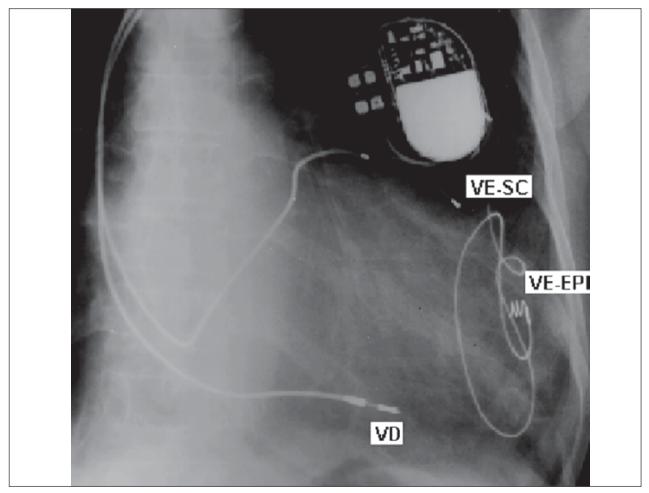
Radiografia em OAD de nosso primeiro paciente submetido à estimulação biventricular para tratamento de ICC. Nota-se cabo-eletrodo epimiocárdico (VE-EPI) abandonado por aumento de limiar, 6 meses após implante. A ressincronização ventricular foi restabelecida com implante de novo eletrodo via seio coronariano na parede lateral do VE (VE-SC). O cabo-eletrodo de VD foi implantado por via endocárdica na parede ínfero-lateral.
